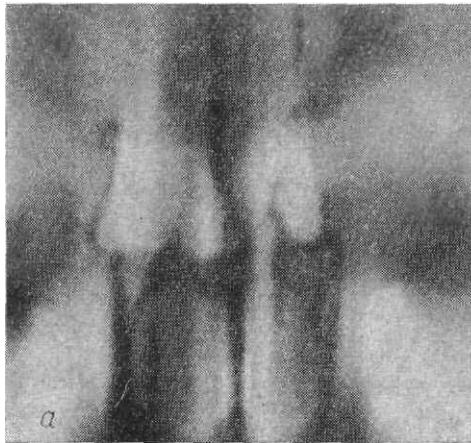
Томограммы решетчатого лабиринта во фронтальной плоскости (а) на уровне лобного отростка скуловой кости и в сагиттальной плоскости (б), отступа 1,5 см от срединной сагиттальной плоскости.
